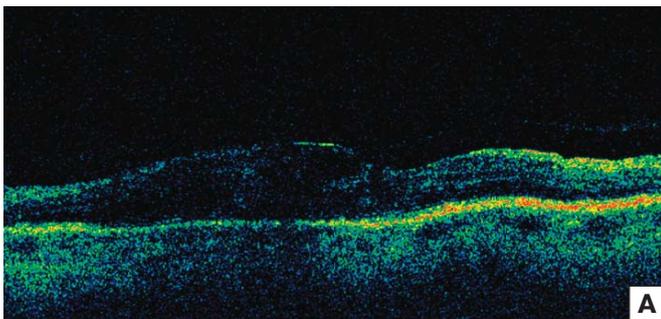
Томограмма сетчатки правого глаза пациентки В. до (А) и после (Б) лечения.
